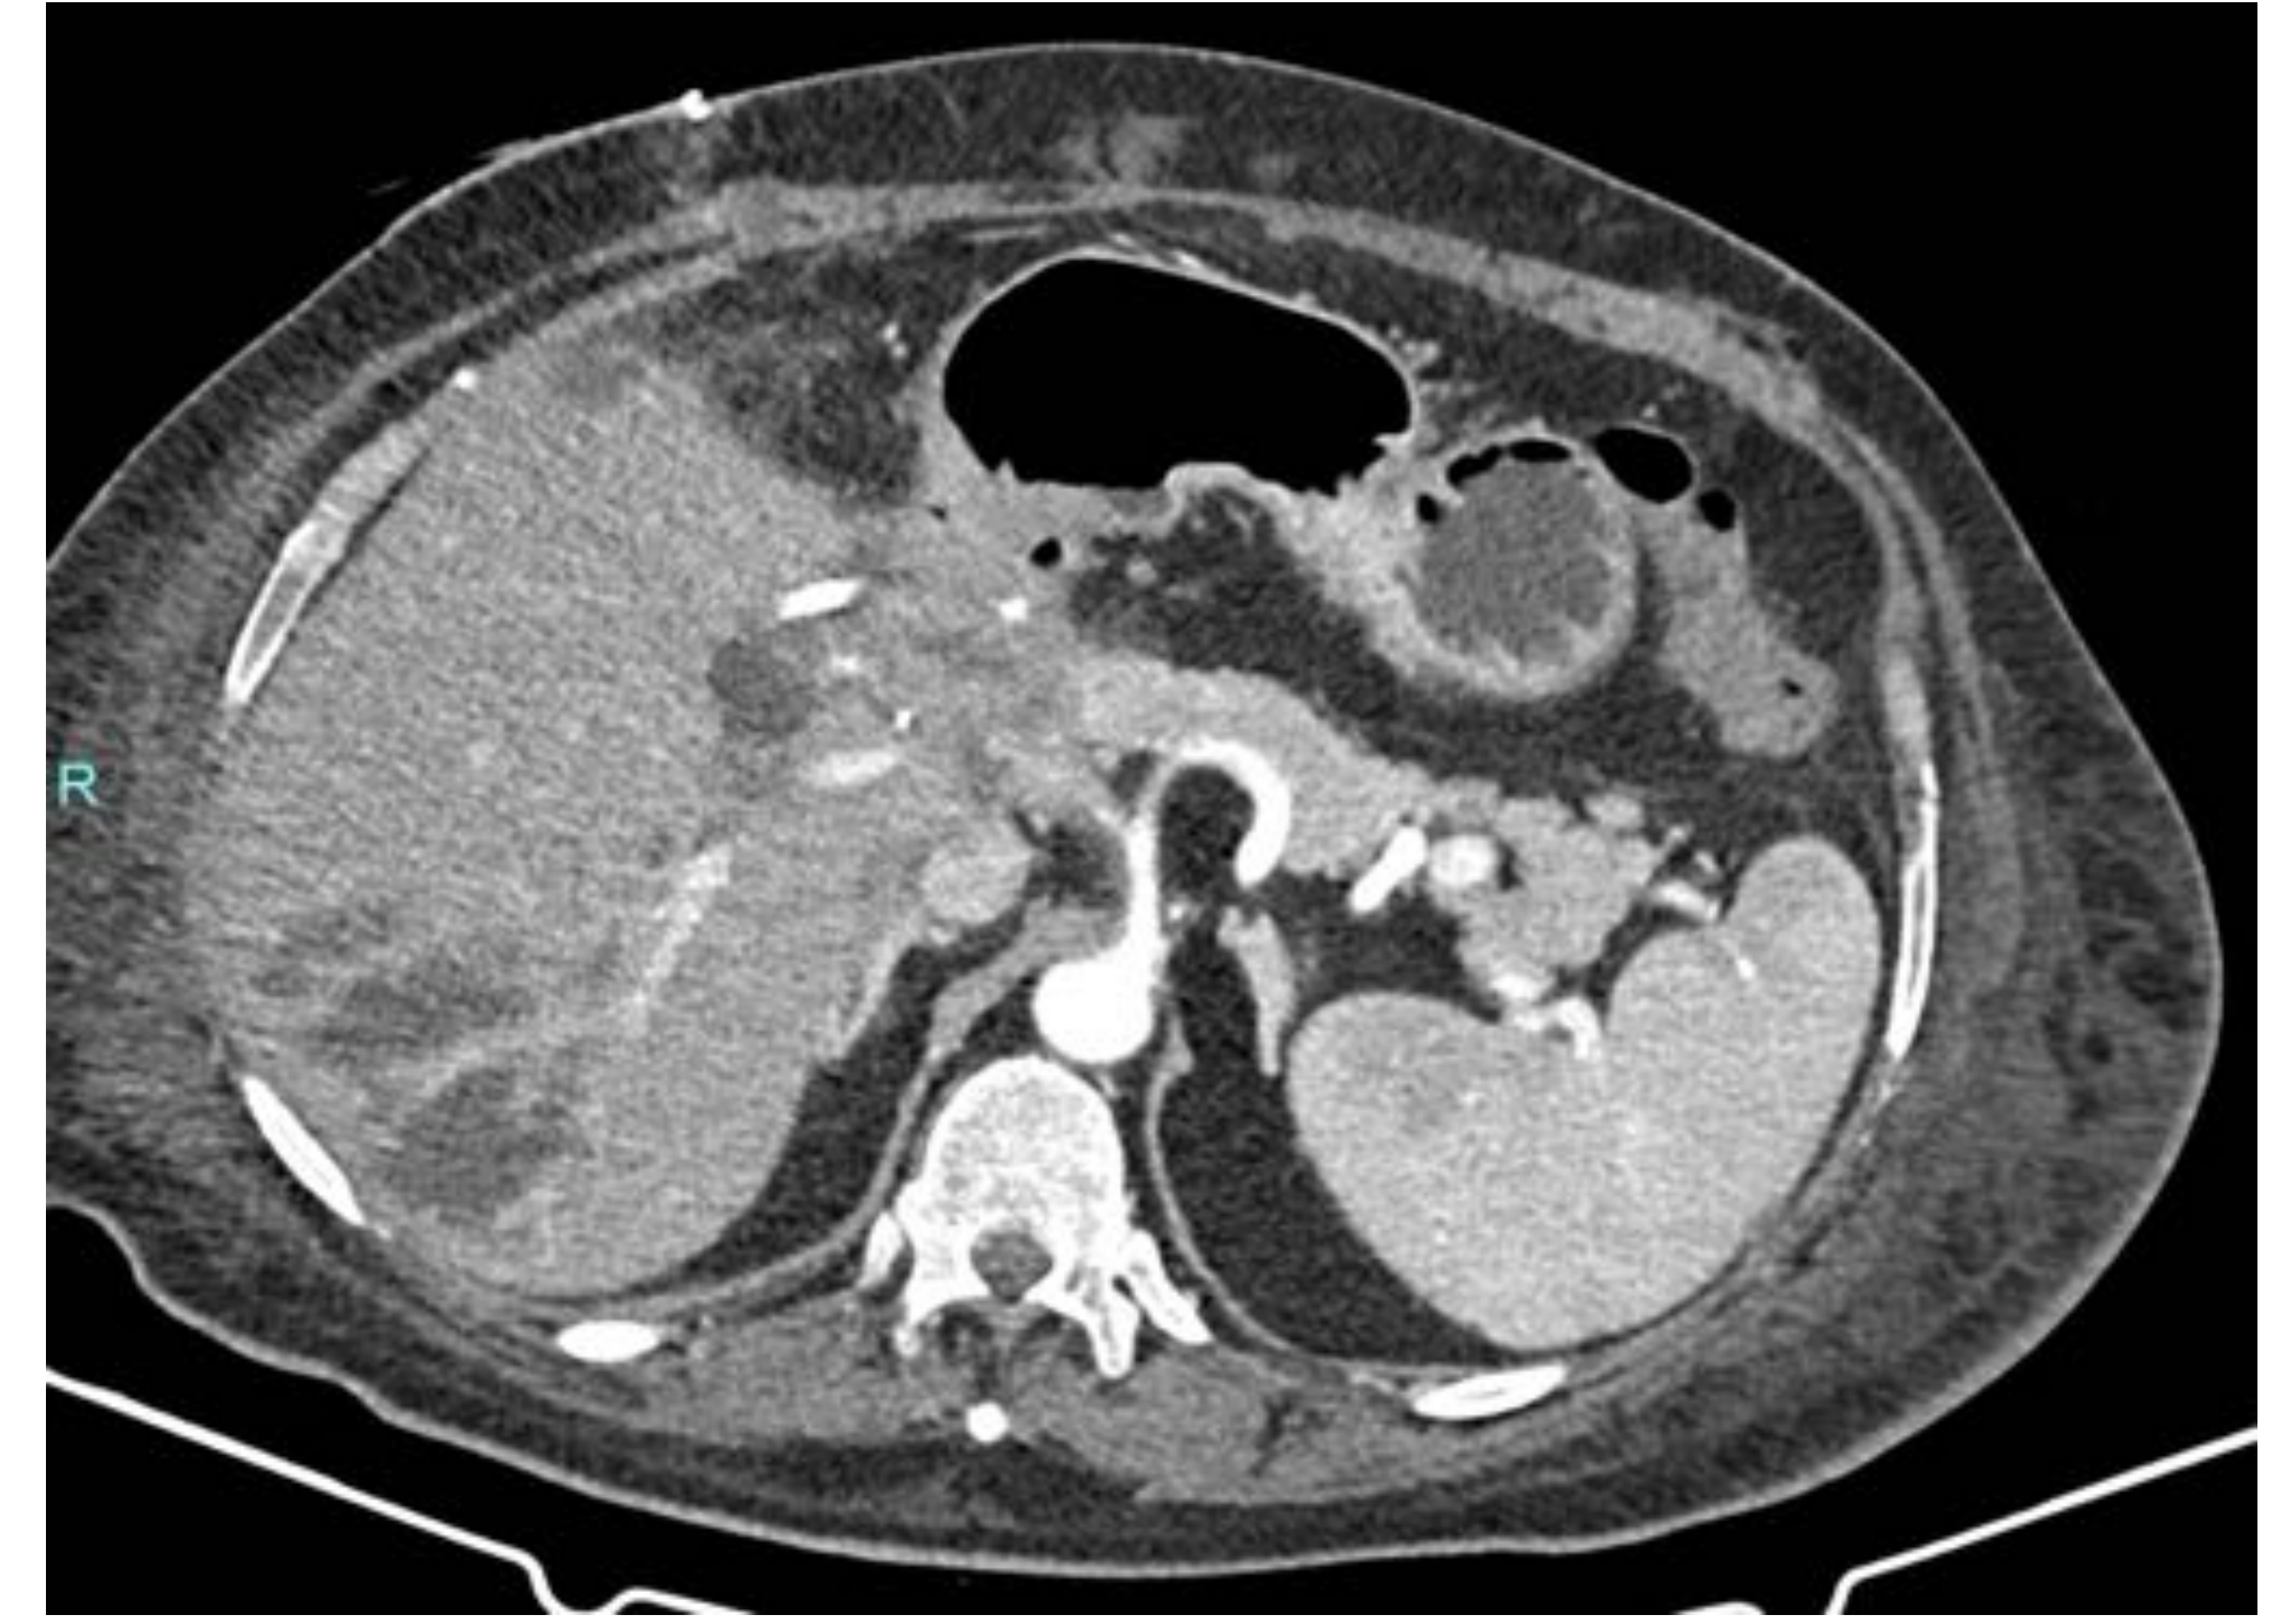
TAC: Extensas áreas de infarto peribilar en ambos lóbulos, en paciente con estenosis proximal de la a. hepática producida por un biloma previo por fuga anastomótica biliar.
